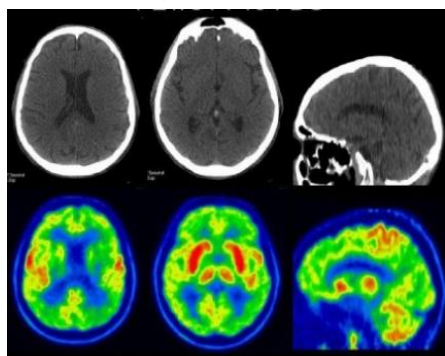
PET/CT de un paciente con EA⁷ Rojas C.2016
